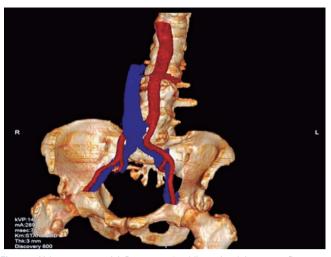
Veia cava marsupial. Reconstrução tridimensional da tomografia demonstrando a veia cava inferior (em azul) com trajeto anterior à bifurcação aortoilíaca (em vermelho)
